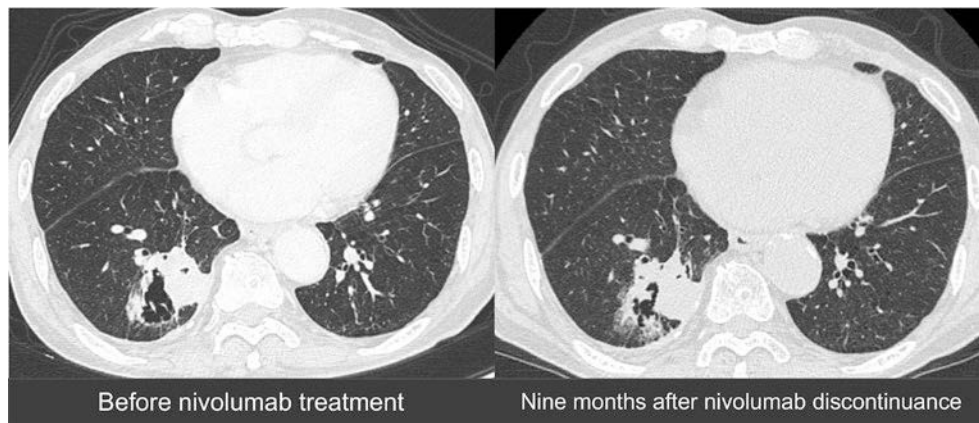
CT scans before nivolumab treatment and 9 months after nivolumab discontinuance. Stable disease maintained in right lower lobe mass.
